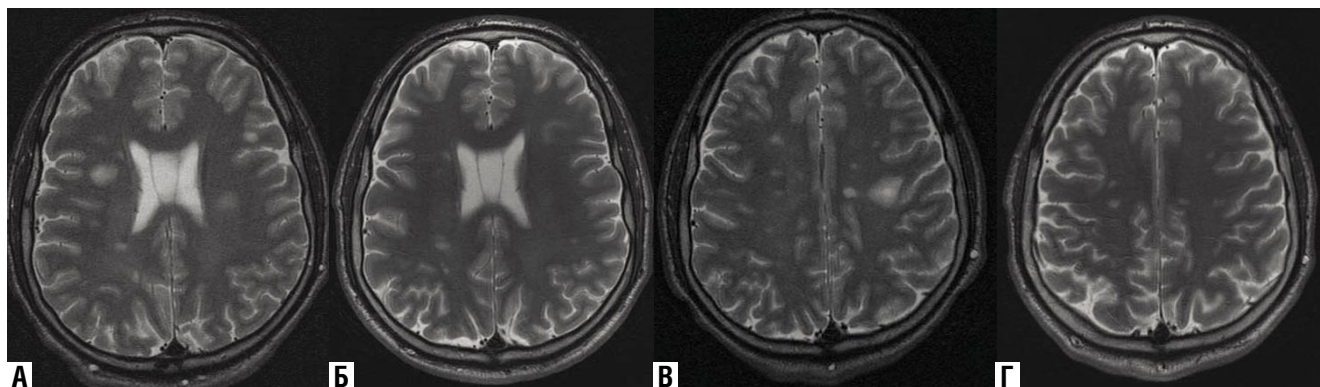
МРТ в T2 ВИ (аксиальные срезы) больной X, выполненные до (А, В) и после (Б, Г) лечения
